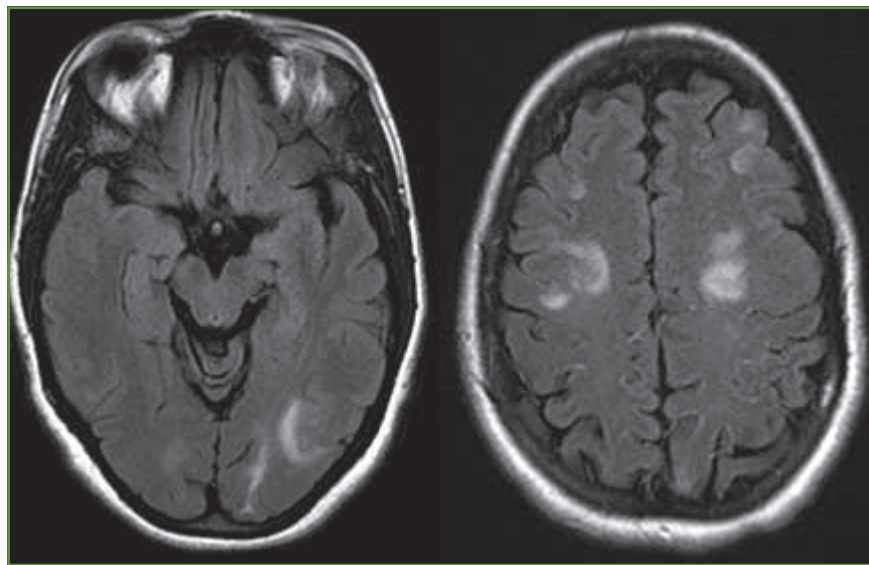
IRM Flair : hypersignaux au cours d'une éclampsie.
